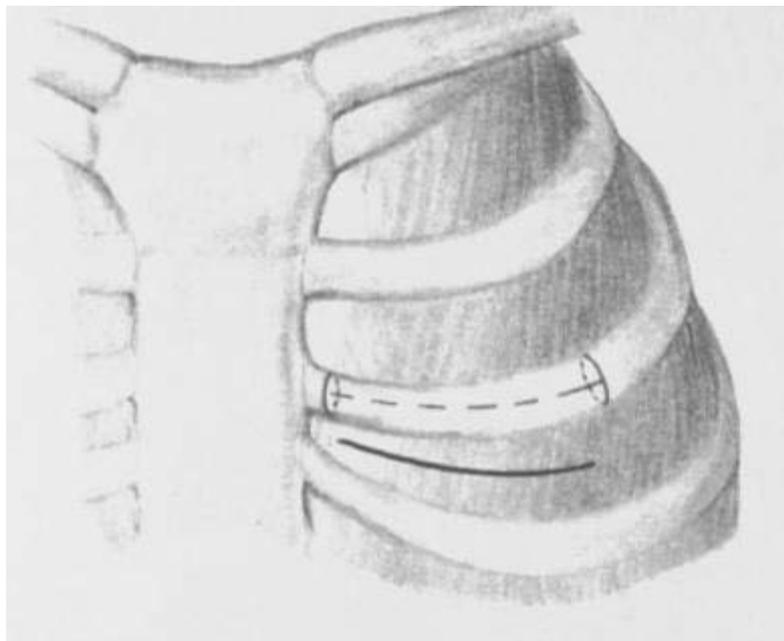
Médiastinotomie antérieure parasternale gauche (Chamberlain)
